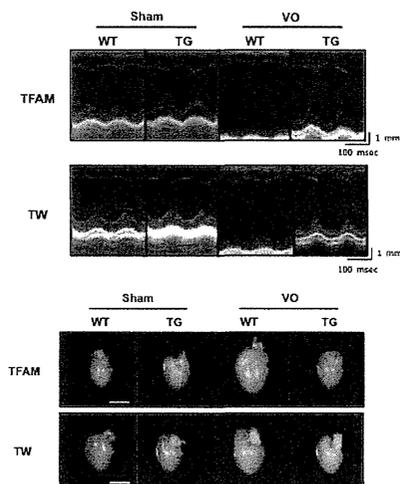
心エコーによる左室機能評価ならびに心拡大
